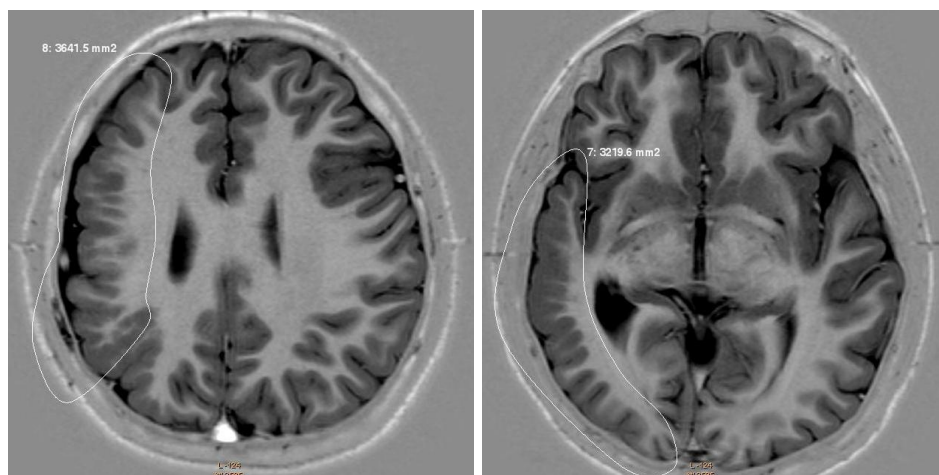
МРТ пациента с множественными пороками правой гемисферы, левосторонним гемипарезом.
